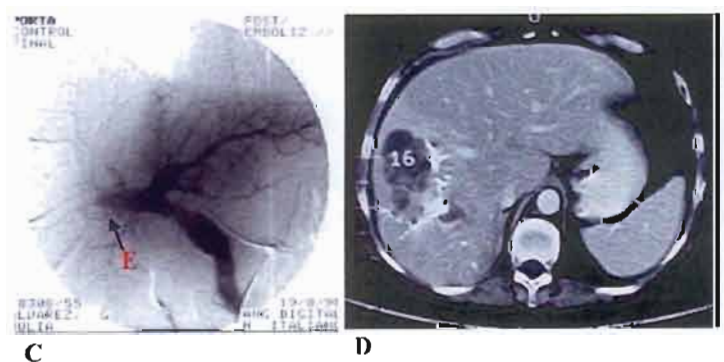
Embolización portal preoperatoria como modalidad neoadyuvante. C- Portografía de control postembolización de las ramas derechas (E): con cianocrilato, muestra perfusión portal exclusivamente al lóbulo izquierdo. D- Tomografía computada de control a los 40 días: hipertrofia del lóbulo izquierdo, con tamaño suficiente para soportar una resección mayor.
